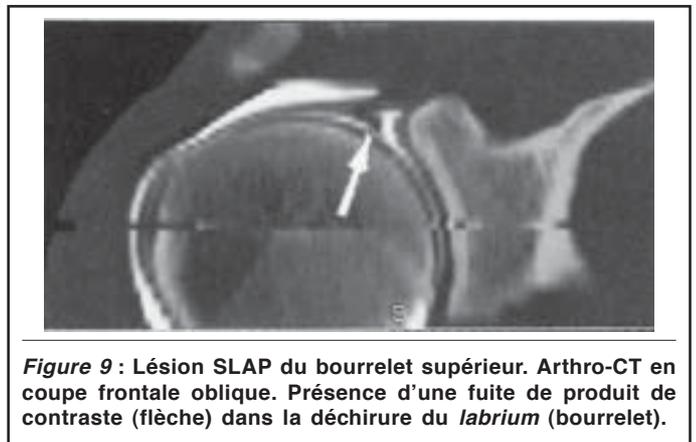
Lésion SLAP du bourrelet supérieur. Arthro-CT en coupe frontale oblique. Présence d'une fuite de produit de contraste (flèche) dans la déchirure du *labrium* (bourrelet).
